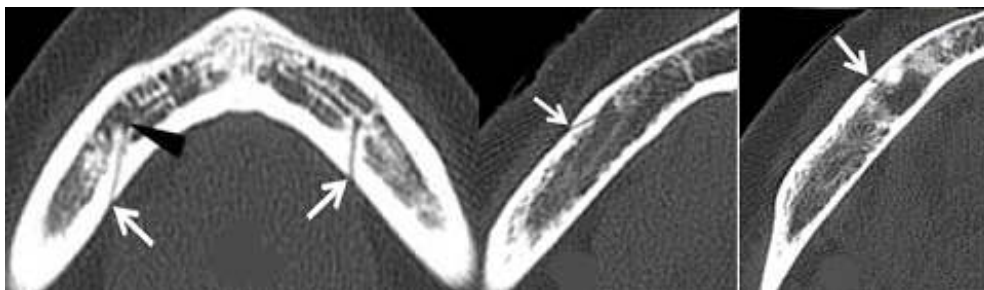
舌側面(左)と頬側面(右)にみられる小孔。下顎骨舌側面に沿って、舌下動脈やオトガイ下動脈が走行していることを示唆する所見でもある。(Patil S et al. Accessory mandibular foramina: a CT study of 300 cases. Surgical and Radiologic Anatomy 2013; 35: 323-30 から)
